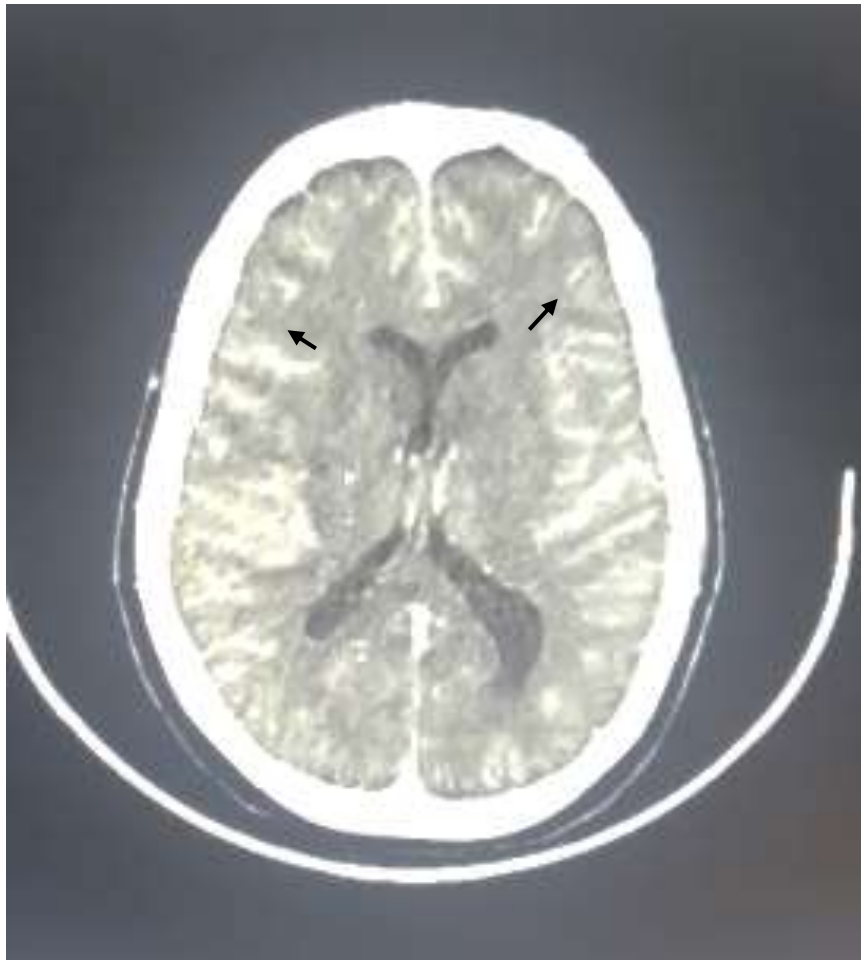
TDM CÉRÉBRAL avec injection de produit de contraste : coupe axiale objectivant une prise de contraste neuroméningée (flèches courtes)
